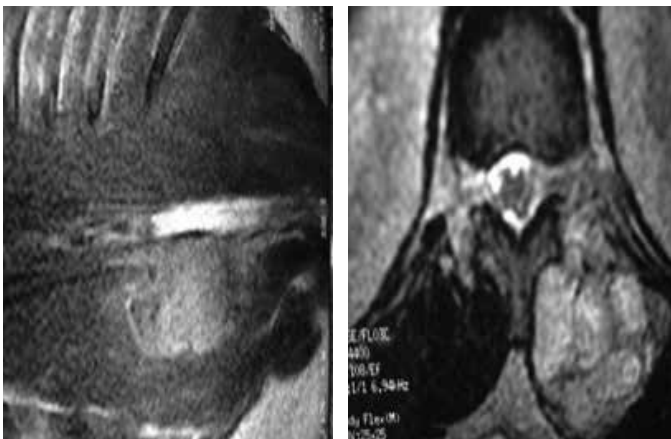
Ressonância magnética da coluna lombar em T2 evidenciando lesão expansiva em região paravertebral esquerda, com hipersinal na musculatura paravertebral, infiltrativa, corte coronal (A) e corte axial (B).
